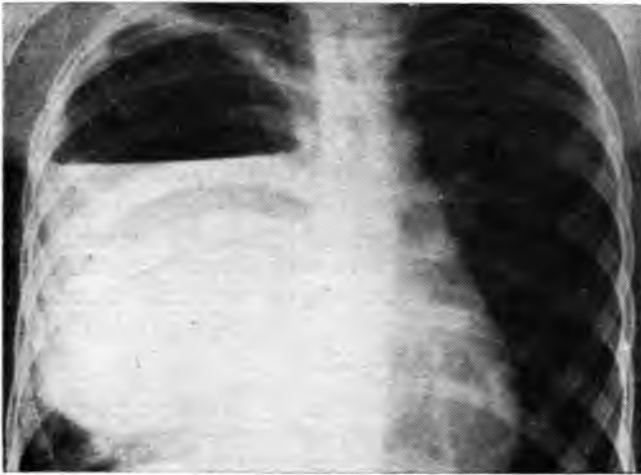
Врожденная нагноившаяся киста правого легкого. Определяется обширная полость с горизонтальным уровнем жидкости. Нижний контур кисты четкий, перифокальной реакции нет, синус свободен. Рентгенограмма.
